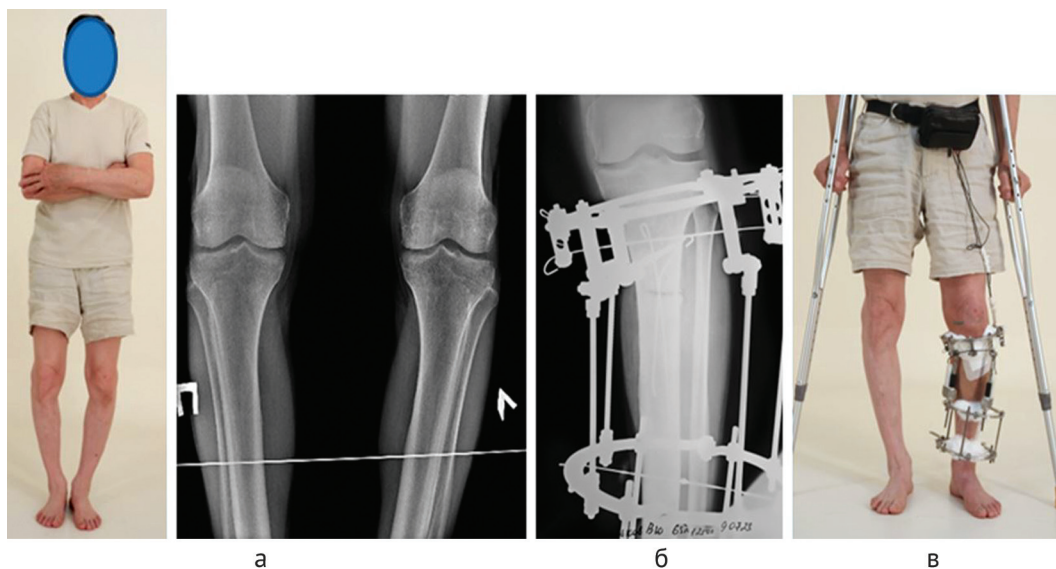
Фотография и рентгенограммы пациента до лечения (а); рентгенограмма костей левой голени после операции (б); фото пациента в процессе автоматического удлинения голени с одновременным исправлением деформации (в)
